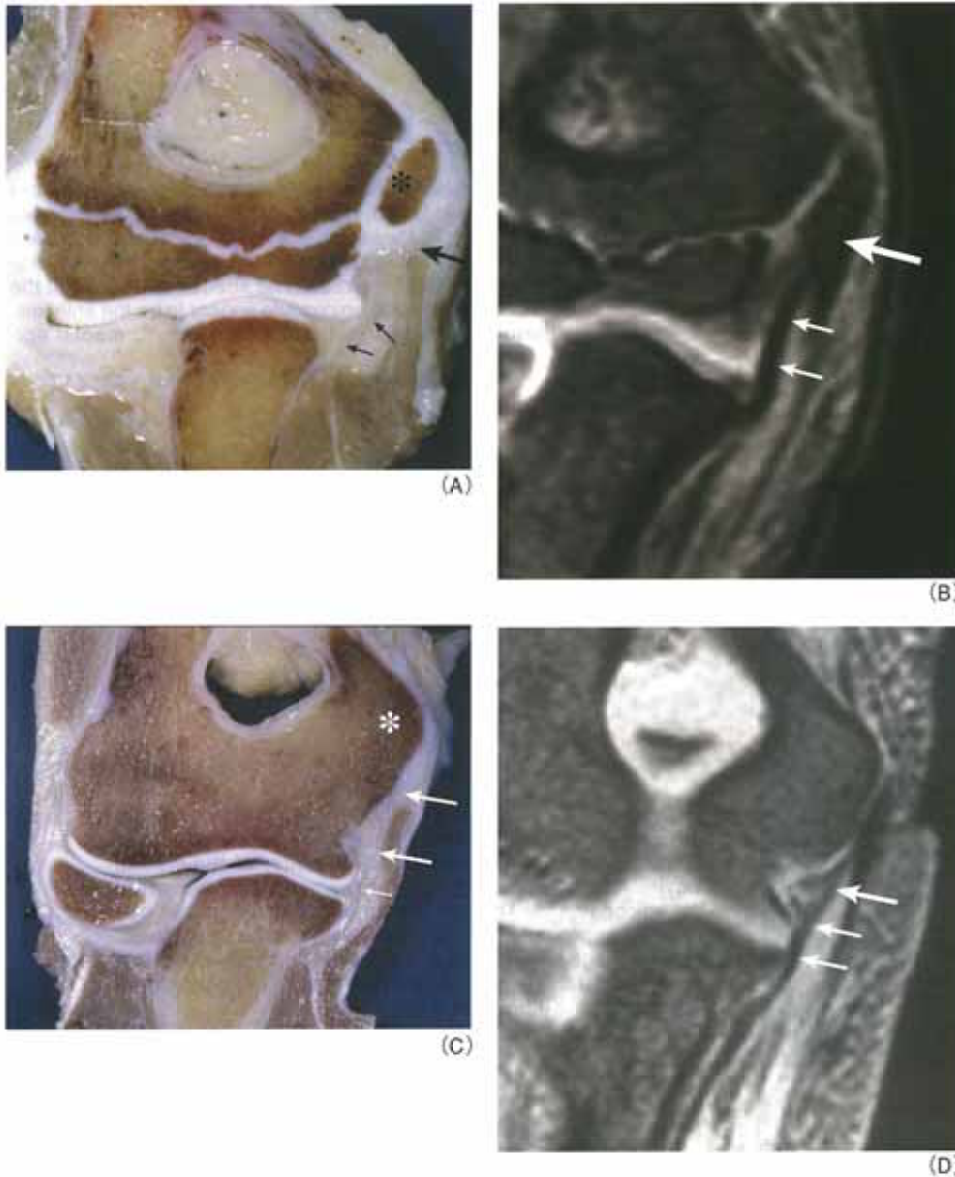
Correlation between gross anatomical sections and magnetic resonance (MR) images.
